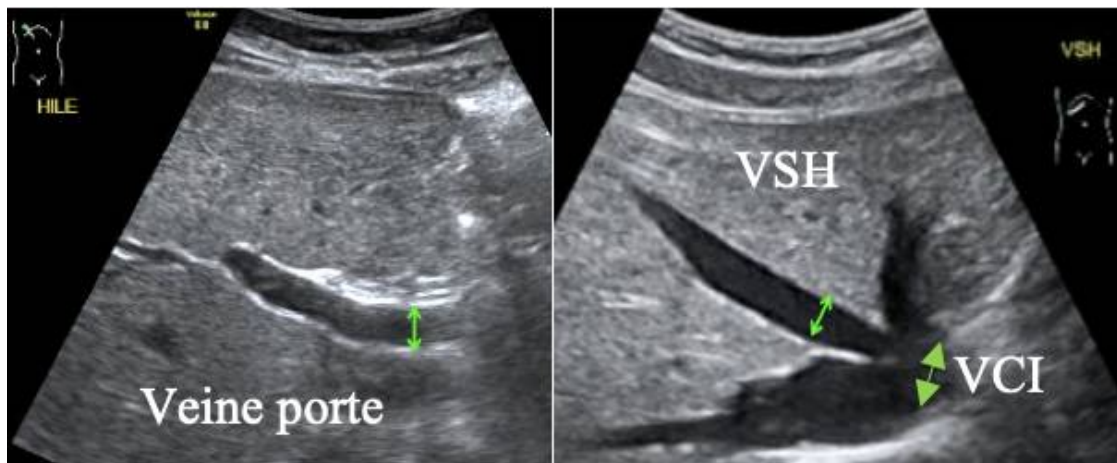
Images échographiques de la veine porte (Image droite) et des veines sus hépatiques et la veine cave inférieure (Image gauche) [11]
